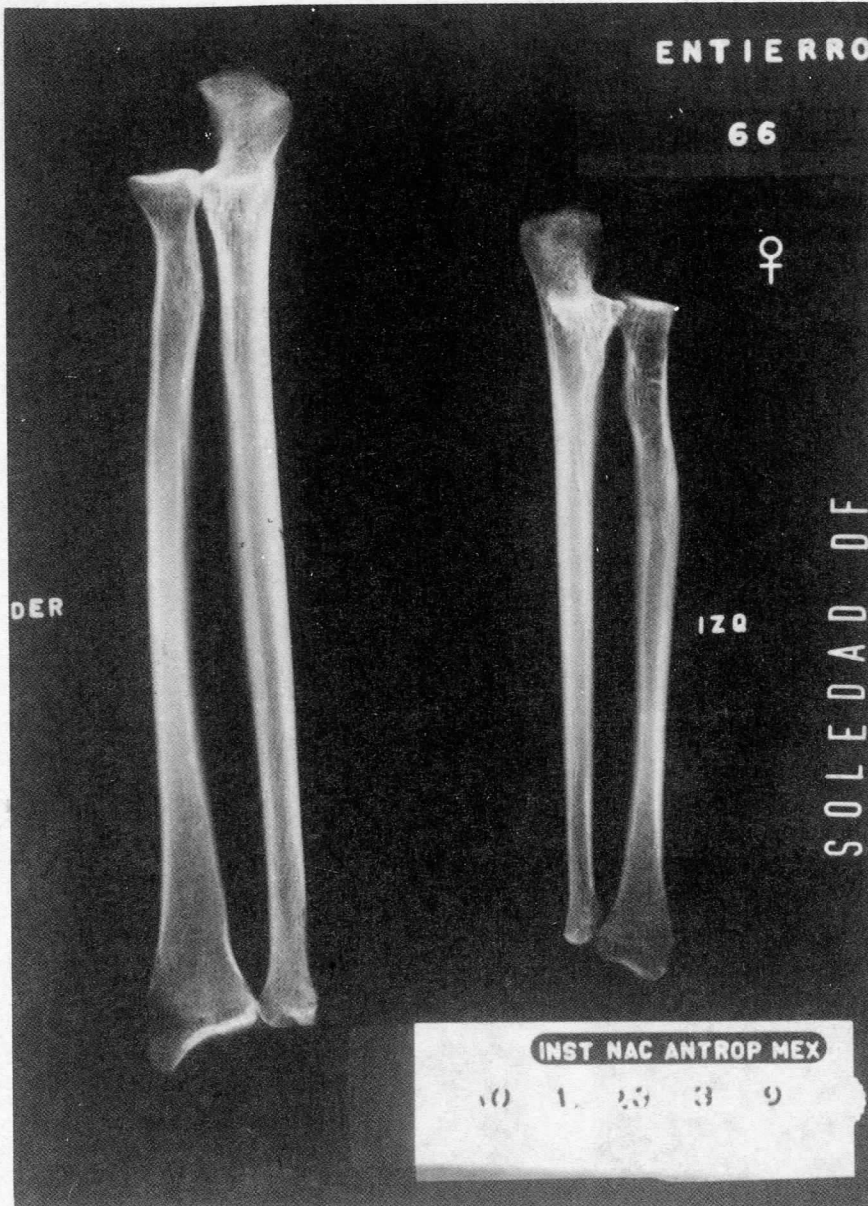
Radiografía de ambos huesos del antebrazo, obsérvese la presencia de líneas de Harris, del izquierdo.
